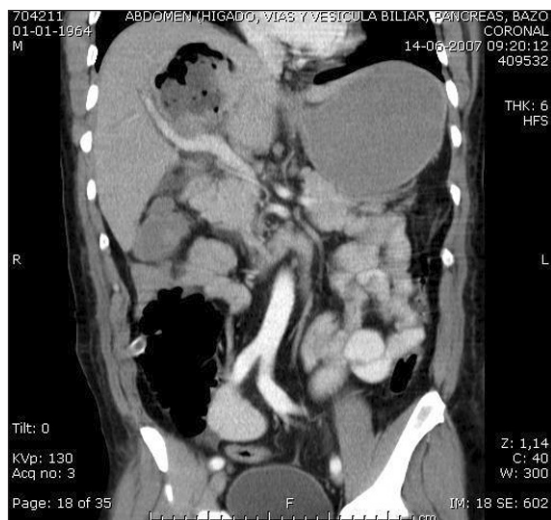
TAC postoperatoria, corte coronal.
